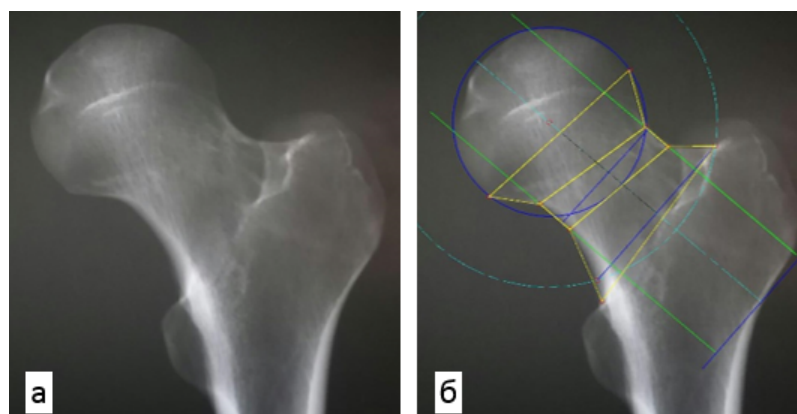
Рентгенограмма проксимальной части бедренной кости человека до нанесения линий и окружностей (а) и с нанесенными фигурами (б).
